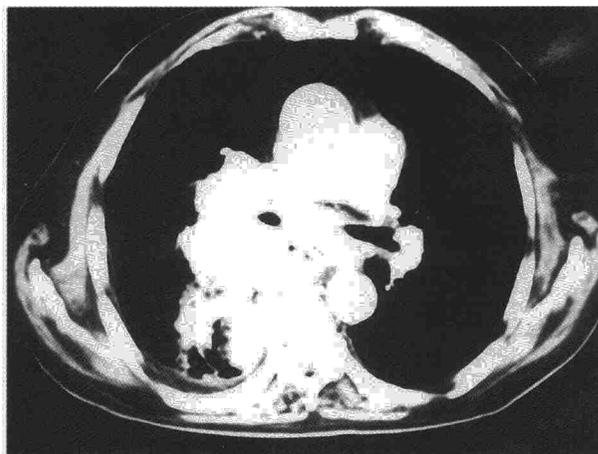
TAC torácica del caso 1.
